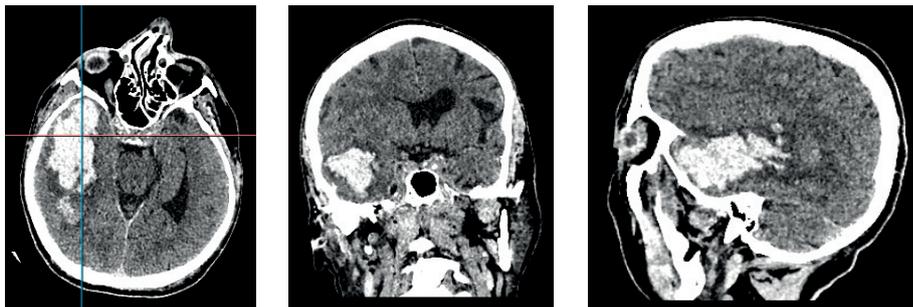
Компьютерная томография головного мозга пациента Р., 47 лет, при поступлении в стационар
